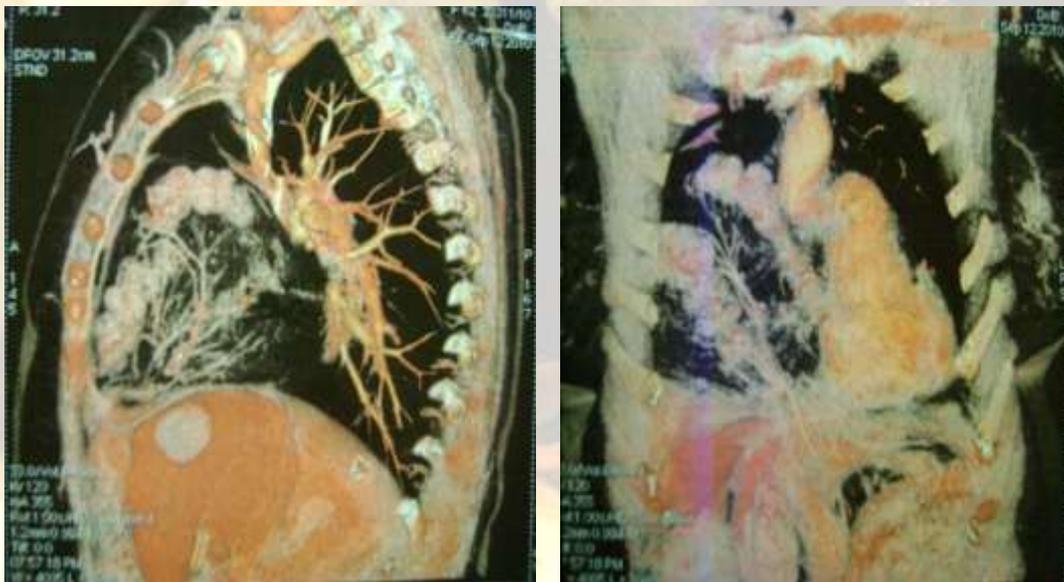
Tomografia de reconstrução evidenciando alças intestinais em tórax.
